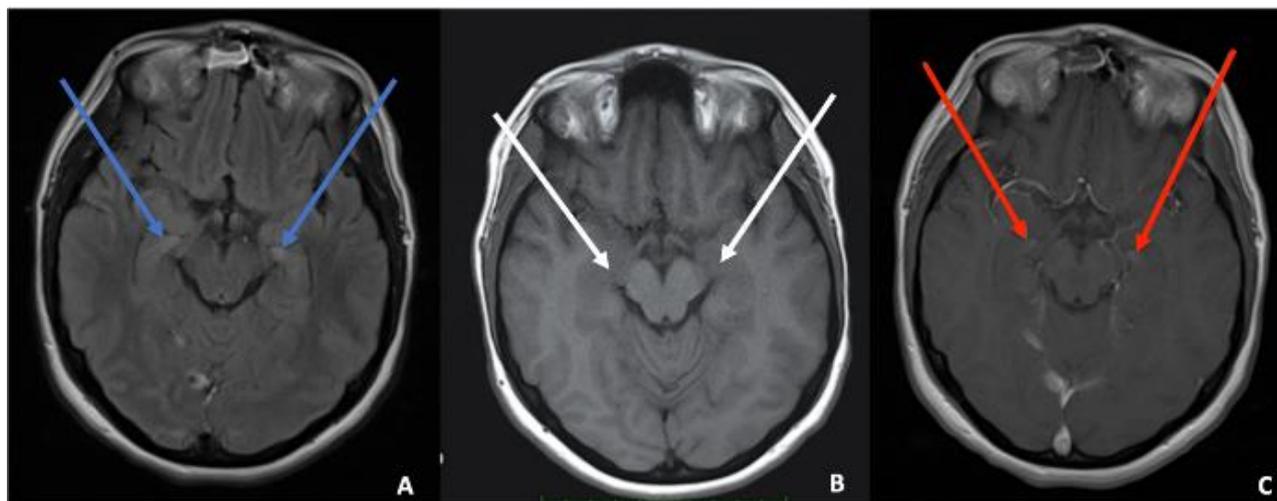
IRM cérébrale en séquence axiale montrant en FLAIR (A) un discret hypersignal temporal interne bilatéral (flèches bleues), en séquence axiale T1 (B) un isosignal temporal interne bilatéral (flèches blanches) et en séquence axiale T1 après injection de gadolinium (C) une prise de contraste focale symétrique temporale interne bilatérale (flèches rouges)
